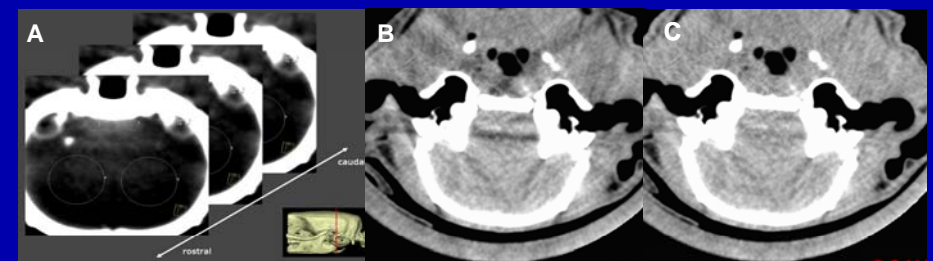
Subarachnoidalblutung im μ CT (A). Die Kreise 1-3 markieren die Blutanteile. Deutliche Artefakte vor Korrektur des Datensatzes (B). Nach Korrektur (C) deutliche Artefaktreduktion
